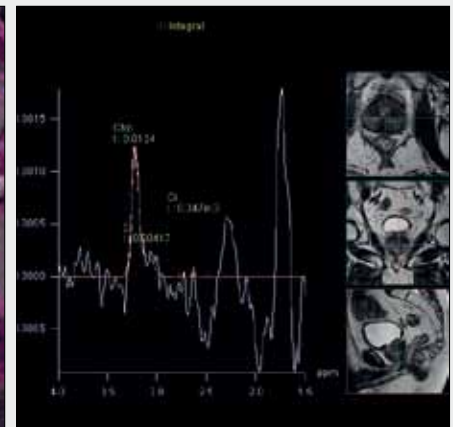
3T MRI, rekurence karcinom prostaty v dorzální části žlázy u nemocného po radioterapii. A – T2E T2; B – DWI; C – mapa průtočného objemu; D – mapa Ktrans; E – spektroskopie
